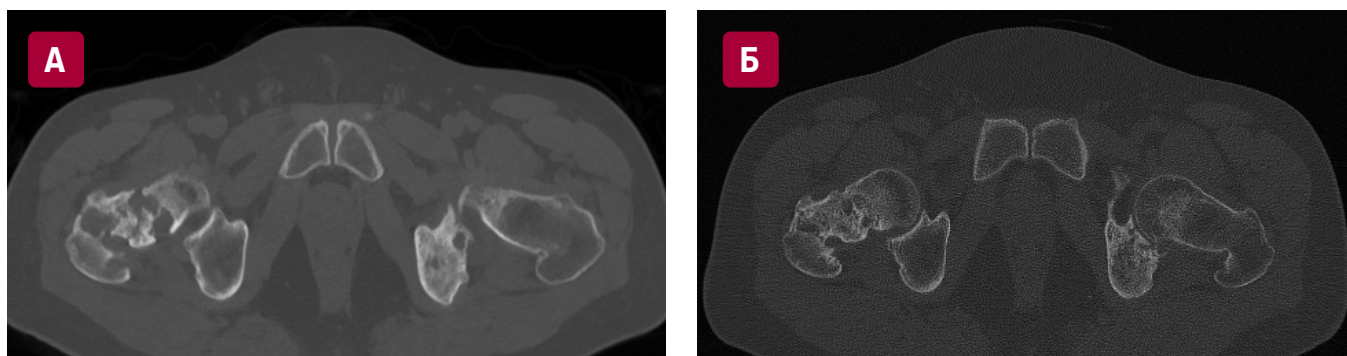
КТ тазобедренных суставов. Деструкция шейки и вертелов правой бедренной кости (А) в дебюте гистиоцитоза и (Б) через 12 мес. после завершения терапии кладрибином
